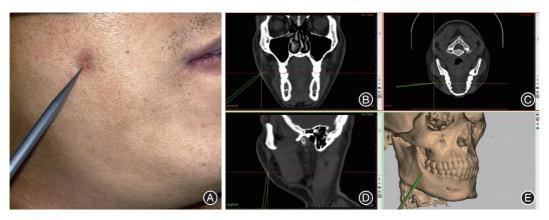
右面部异物患者术前螺旋CT影像资料 A:横断面;B:冠状面;C:矢状面;D:三维成像图,可见患者右颊部异物影像;箭头所示为皮下异物。
